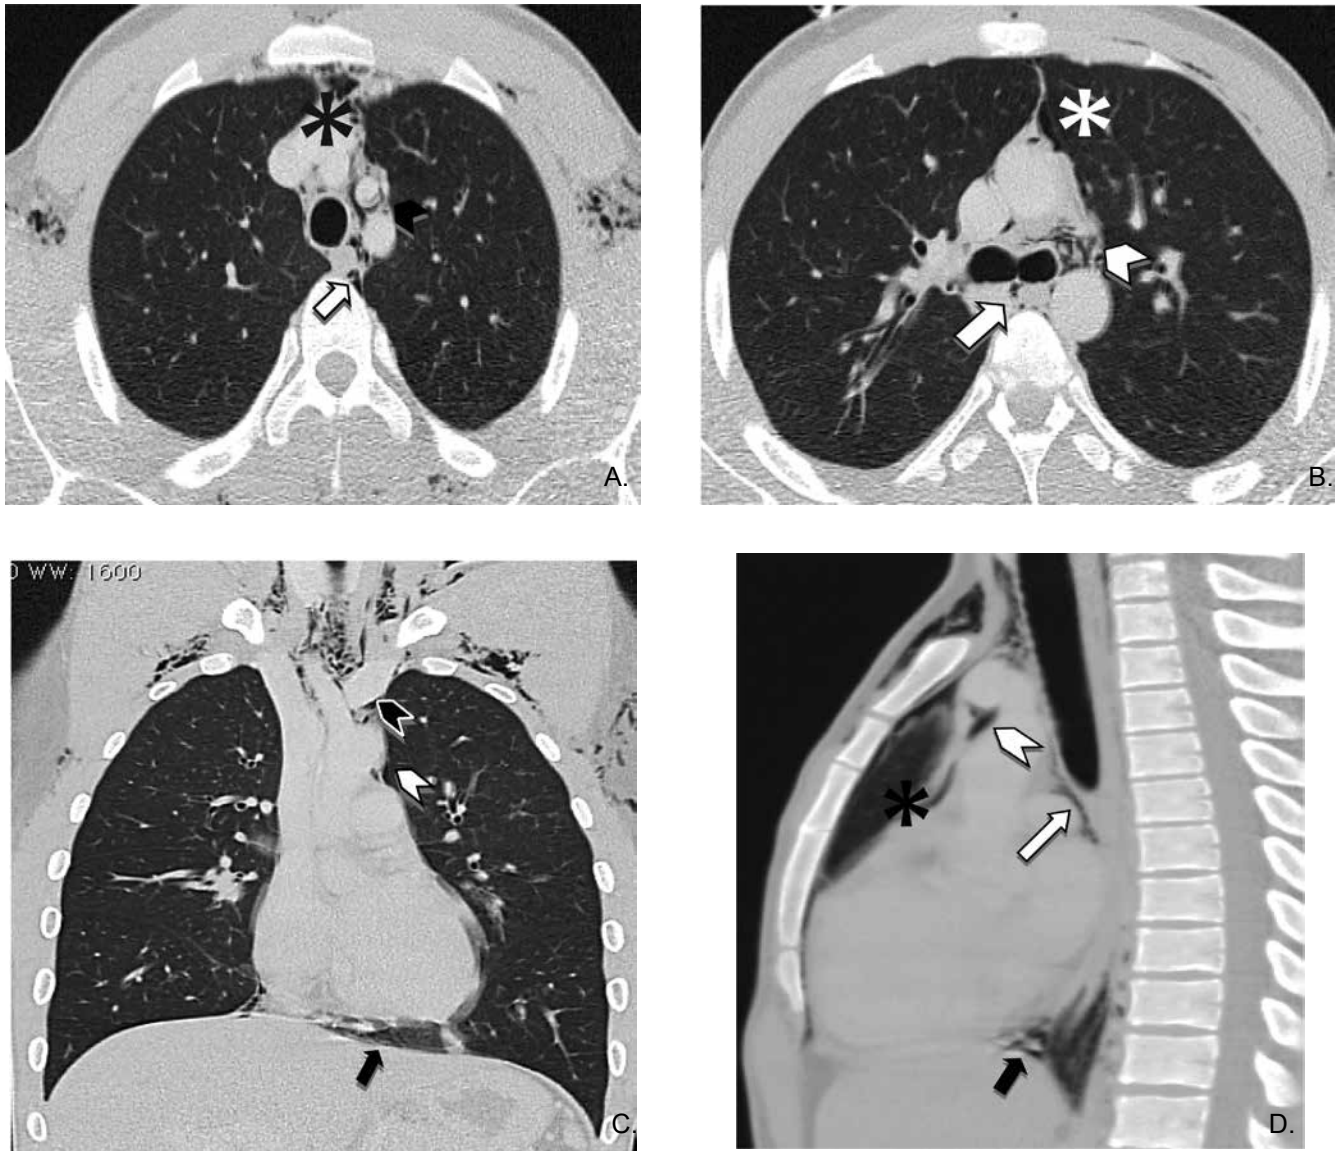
Tomografía de tórax. (A y B) Cortes axiales. (C) Reconstrucción coronal. (D) Reconstrucción sagital. Se observa aire extraluminal en el triángulo mediastial anterior (asterisco), supradiagrásmico (flecha sólida), periesofágico (flecha hueca), adyacente a troncos supra-aórticos (cabeza de flecha sólida) y en ventana aortopulmonar (cabeza de flecha hueca).
